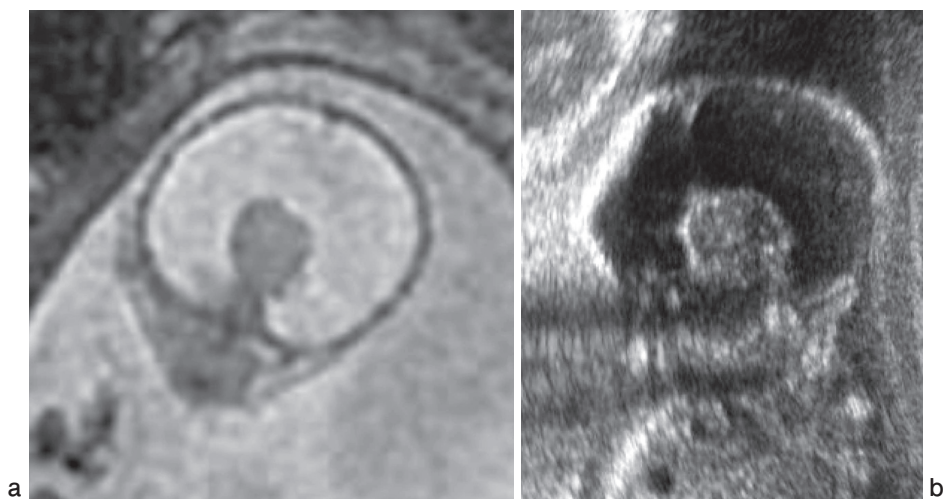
a : Axial T2-weighted image. A monoventricle cavity is shown. The thalamus is fused in the midline.
